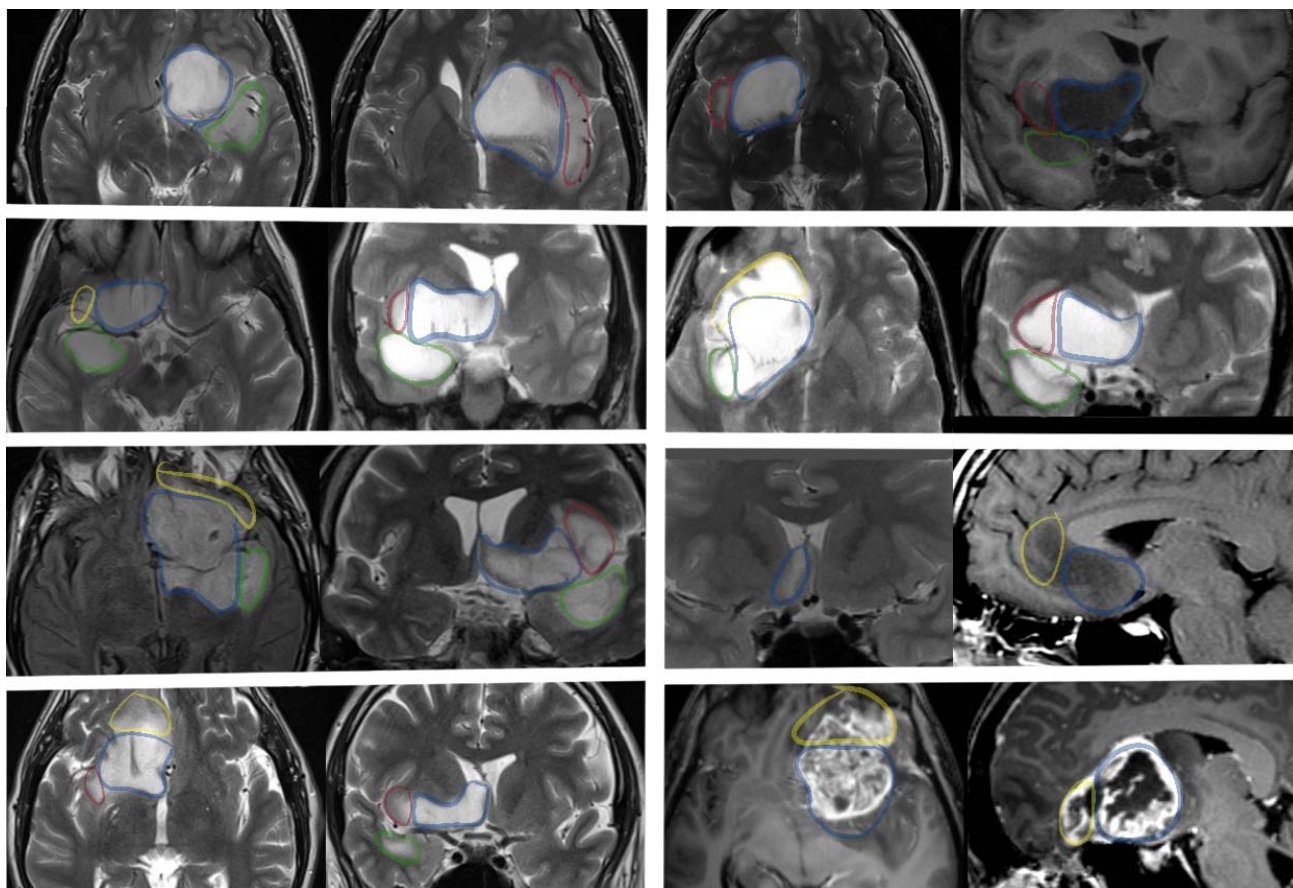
МРТ изображения пациентов с распространением опухоли в прилежащие структуры. Синим цветом выделена область базального переднего мозга; зеленым – височная доля; красным цветом – островковая доля; желтым – лобная доля
